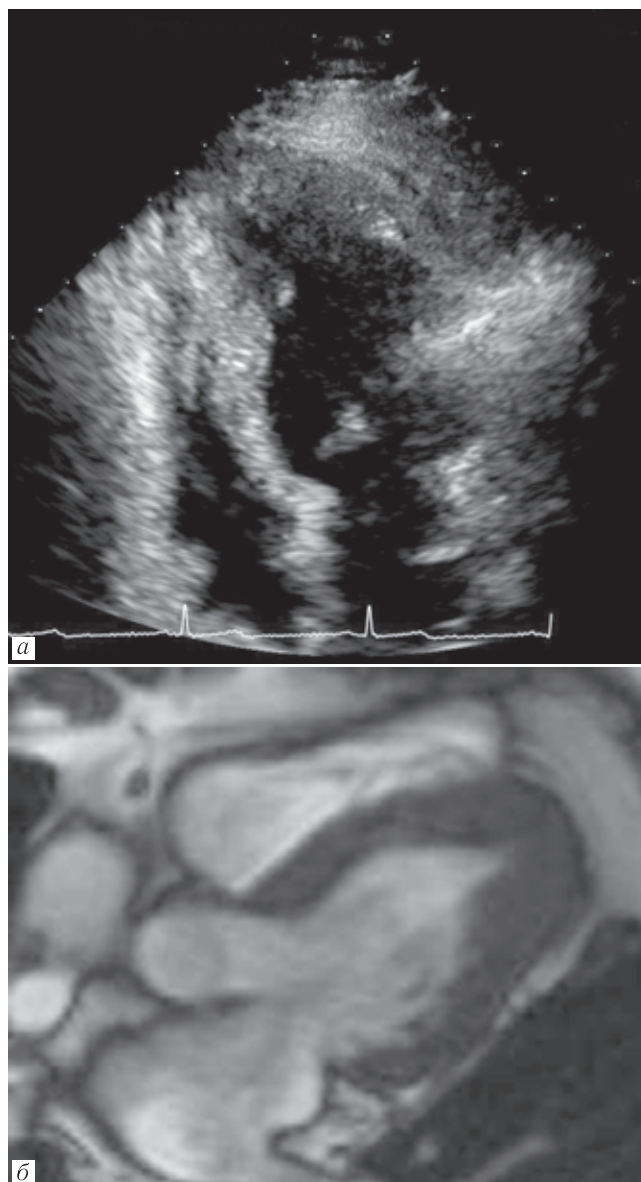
Данные эхокардиографии (а) и МРТ (б) сердца пациента К., 48 лет в четырехкамерной проекции: полость левого желудочка по форме напоминает пиковый туз
